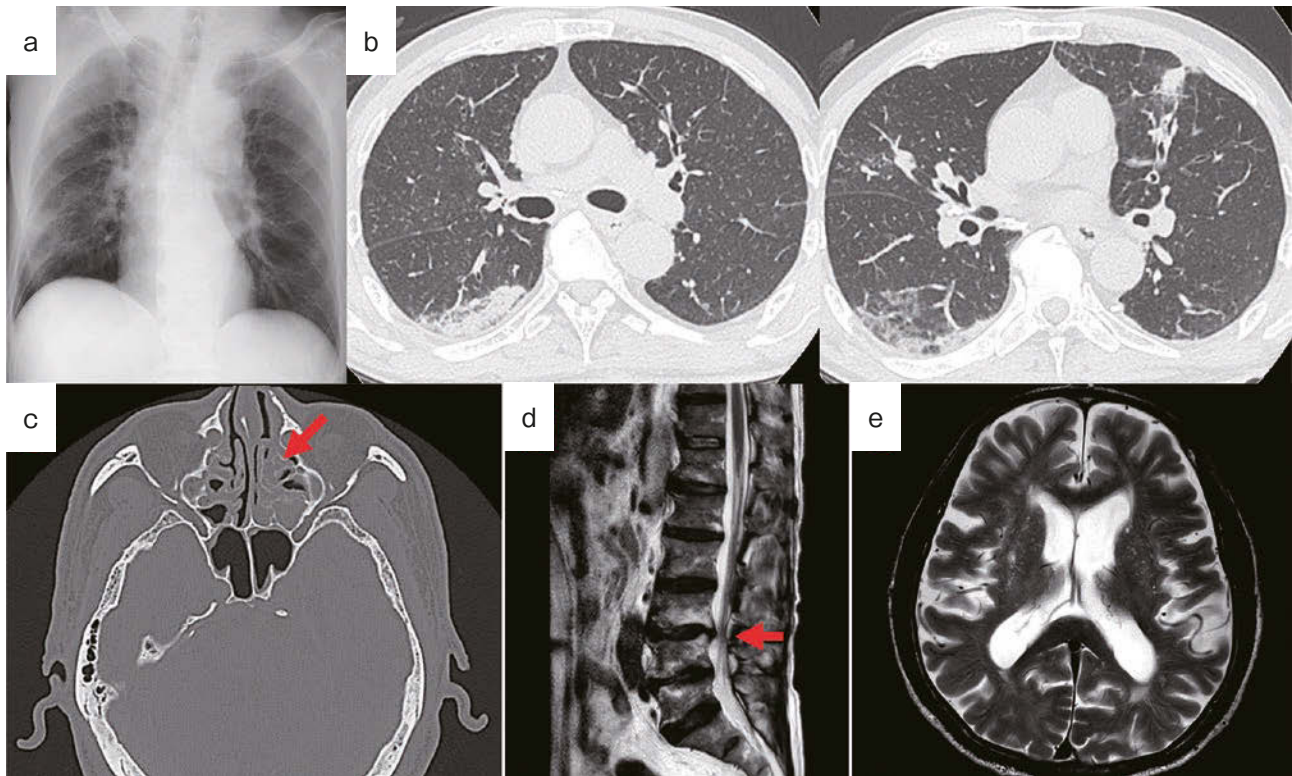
Imaging findings. (a) Plain chest X-ray showed decreased radiolucency of the right lower lung field. (b) Chest computed tomography showed non-segmental ground-glass opacities, patchy shadows, and small nodular shadows on the pleural side of the right lower lobe. (c) Unenhanced head computed tomography showed findings suggestive of ethmoid sinusitis (arrow). (d) Plain lumbar magnetic resonance imaging showed spinal canal stenosis at the L3/4 level (arrow). (e) Plain head magnetic resonance imaging showed no apparent abnormalities on T2-weighted images.
